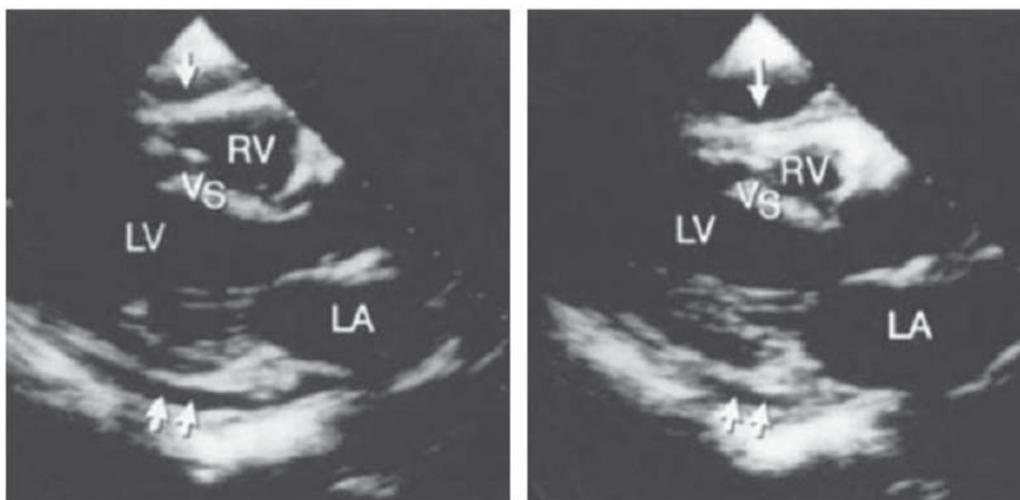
Двухмерная эхокардиография (парастернальный доступ, длинная ось), выявляющая диастолическое спадение (стрелка) передней стенки правого желудочка у больного с умеренным перикардиальным выпотом. LA – левое предсердие, LV – левый желудочек, RV – правый желудочек, VS – межжелудочковая перегородка (Tsang T.S. et al., 2000)
